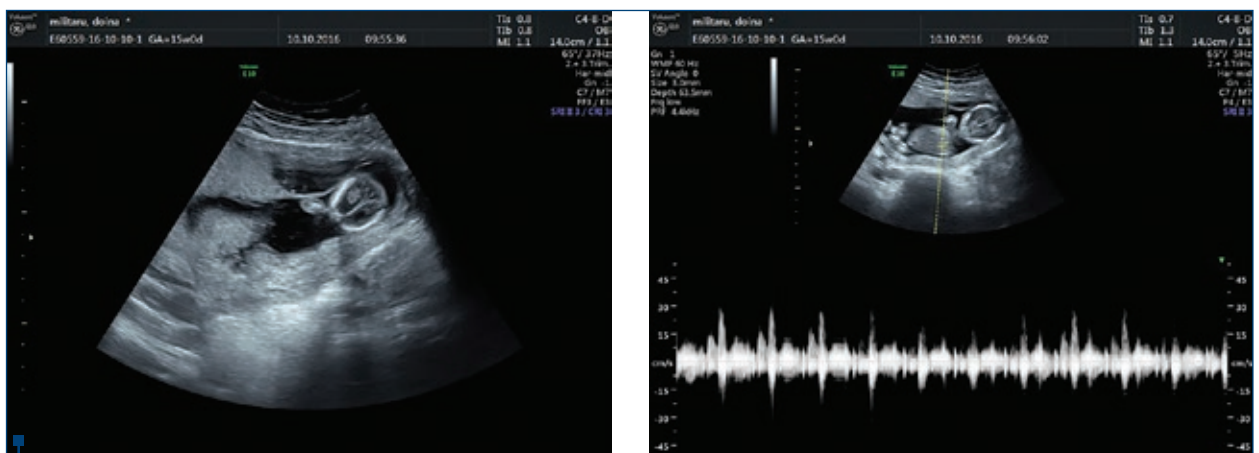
Evaluarea ecografică a pacientei înainte de efectuarea biopsiei de vilozități coriale - se remarcă fătul în evoluție și sacul ratat al geamănului oprit din evoluție
